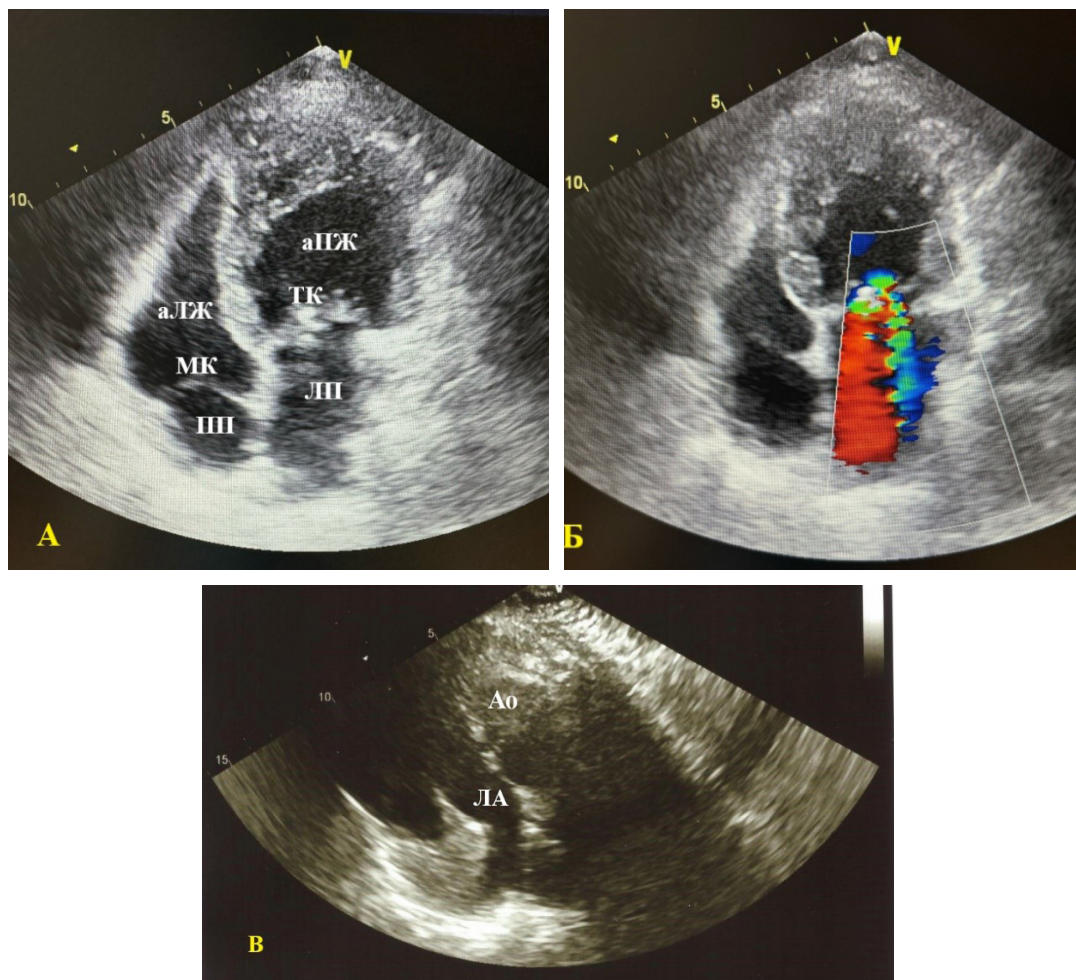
Эхокардиографическая картина пациентки с корригированной транспозицией магистральных сосудов:
